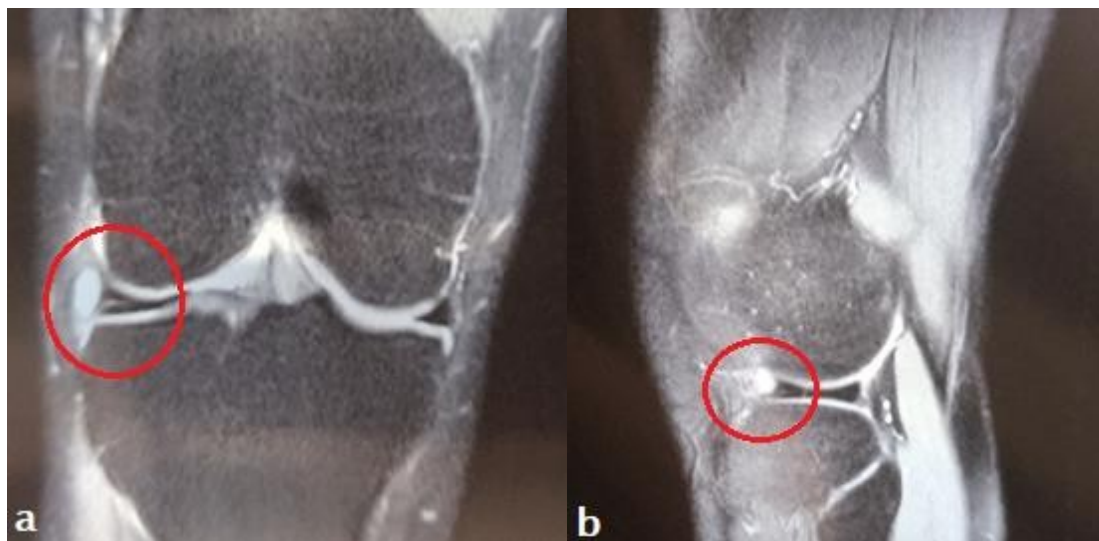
IRM coupe coronale (a) et sagittale (b) du genou montrant une fissure dans le segment moyen du ménisque externe.
